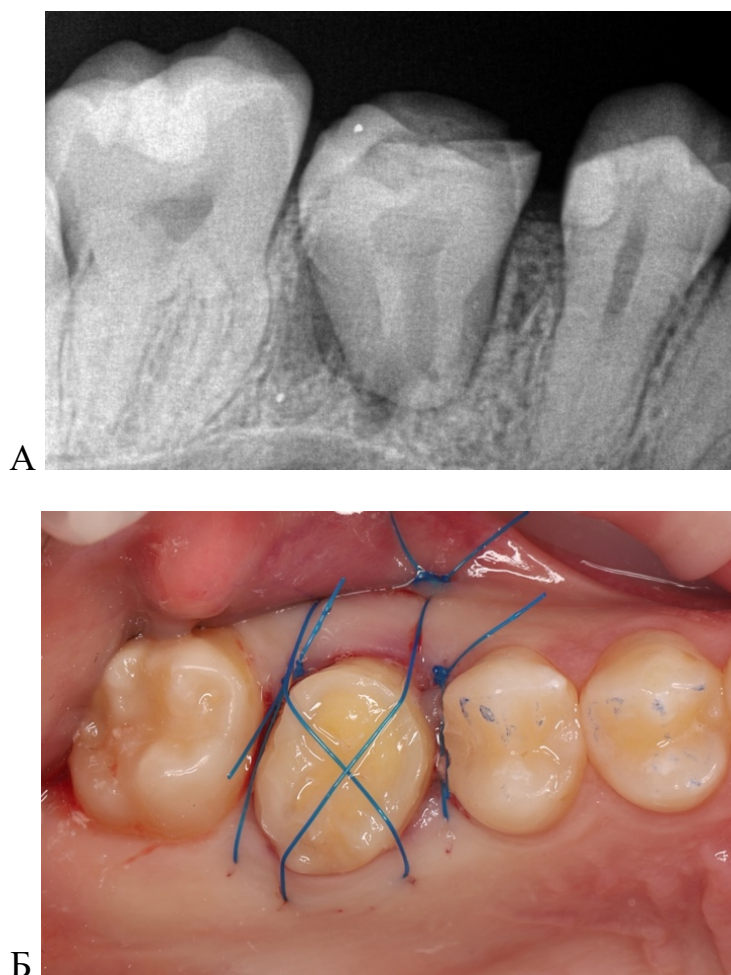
Вид донорского зуба на момент окончания оперативного вмешательства: А – контрольный рентгенологический снимок; Б – стабилизация донорского зуба при помощи наложения перекрестного шва с перехлестом через коронку зуба
